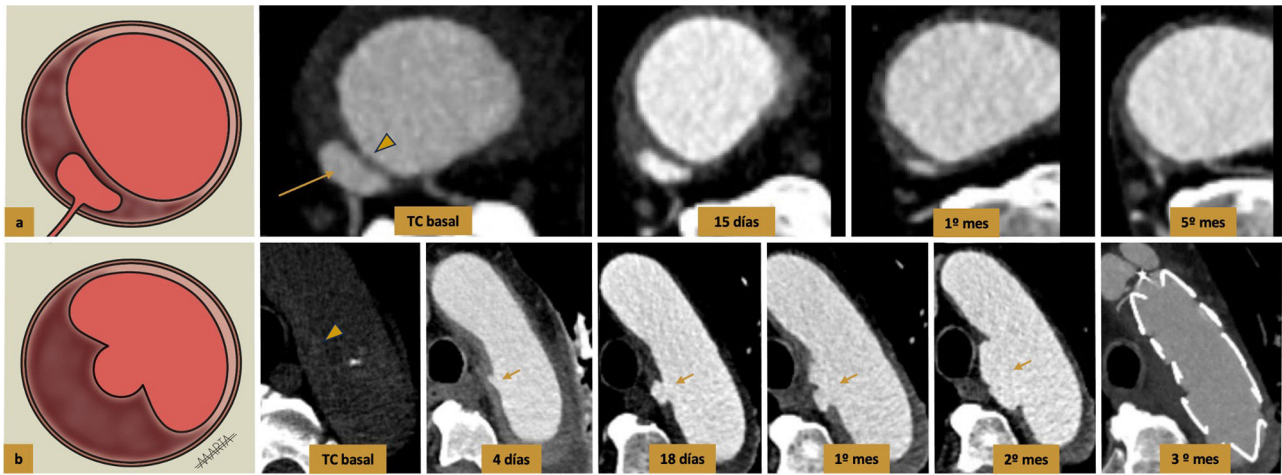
Acúmulo focal de contraste vs proyección simuladora de úlcera. (a). Acúmulo focal de contraste (blood pool). Representación esquemática. Acúmulo de contraste en el espesor del hematoma (flecha) sin comunicación con la luz arterial y en contacto con una arteria de pequeño calibre en su margen lateral derecho. TC con contraste en fase arterial tardía, cortes axiales, acúmulo de contraste focal en el espesor de un HIM en aorta descendente sin comunicación con la luz aórtica (cabeza de flecha) y en relación con una arteria intercostal en el margen lateral derecho (flechas). En los sucesivos controles se visualiza tendencia a la regresión acorde con la evolución natural de los mismos. (b) Representación esquemática de una proyección simuladora de úlcera con acúmulo de contraste en el espesor del hematoma comunicado con la luz arterial. TC con contraste en fase arterial tardía, cortes axiales. Se identifica un HIM espontáneamente hiperdenso en el margen interno del arco aórtico (cabeza de flecha). En los sucesivos controles se visualiza una imagen de adición de contraste en el espesor del hematoma que comunica con la luz aórtica a través de un defecto intimal (flechas) y aumenta progresivamente de espesor. Dada la progresión y factores de riesgo asociados se decidió tratamiento endovascular con una endoprótesis excluyendo el defecto focal.
